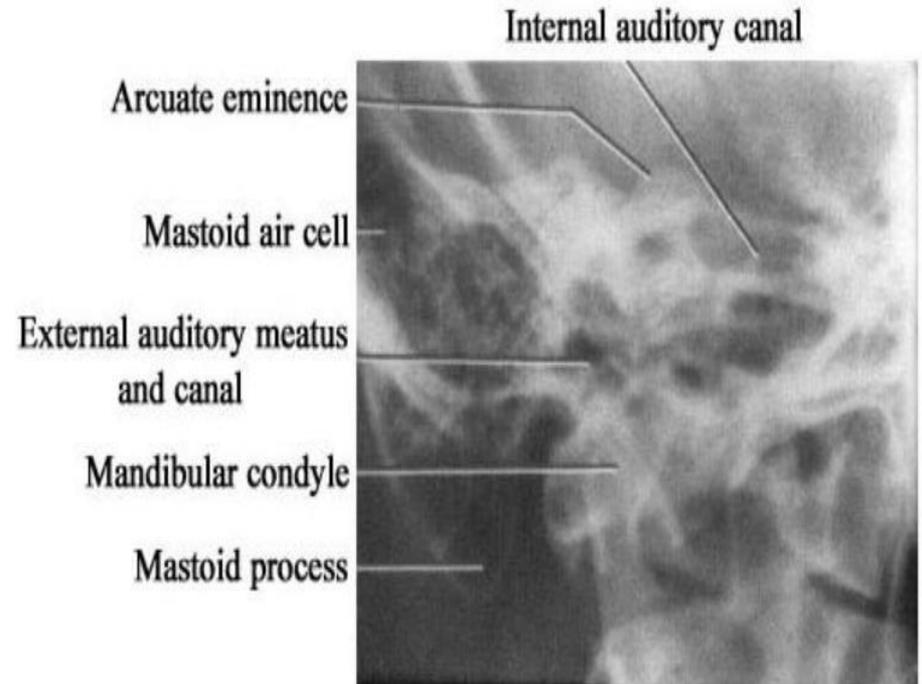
Radiograph of petrous bone
